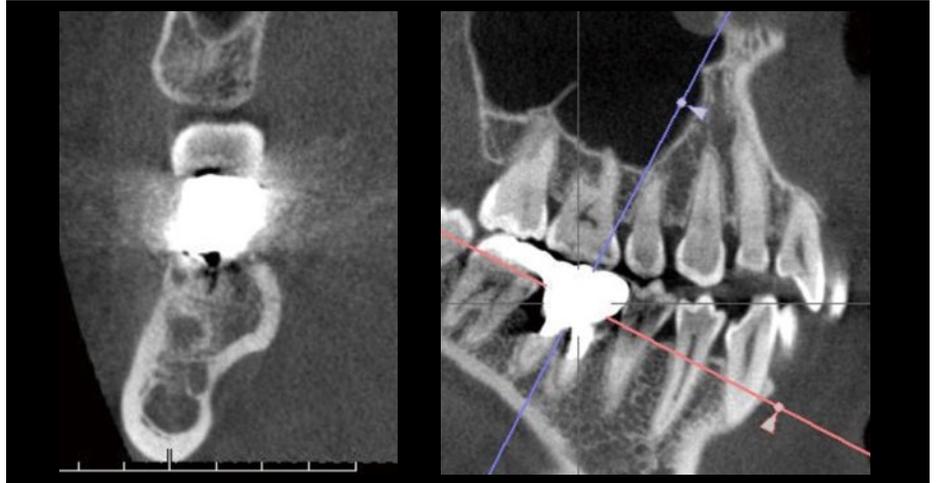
術前のCT像。骨吸収により下歯槽管が近接している。骨質はType 3であった。
